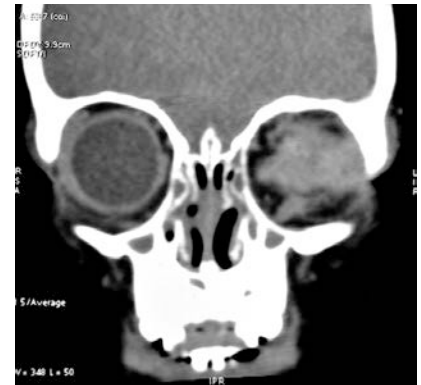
En la tomografía computarizada el tumor se ha diseminado fuera del ojo y compromete la órbita (Foto cortesía de LV Prasad Eye Institute)
